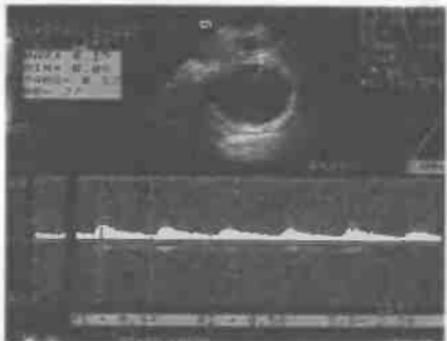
Простая серозная цистаденома. Цветовая допплерограмма. УЗИ.
